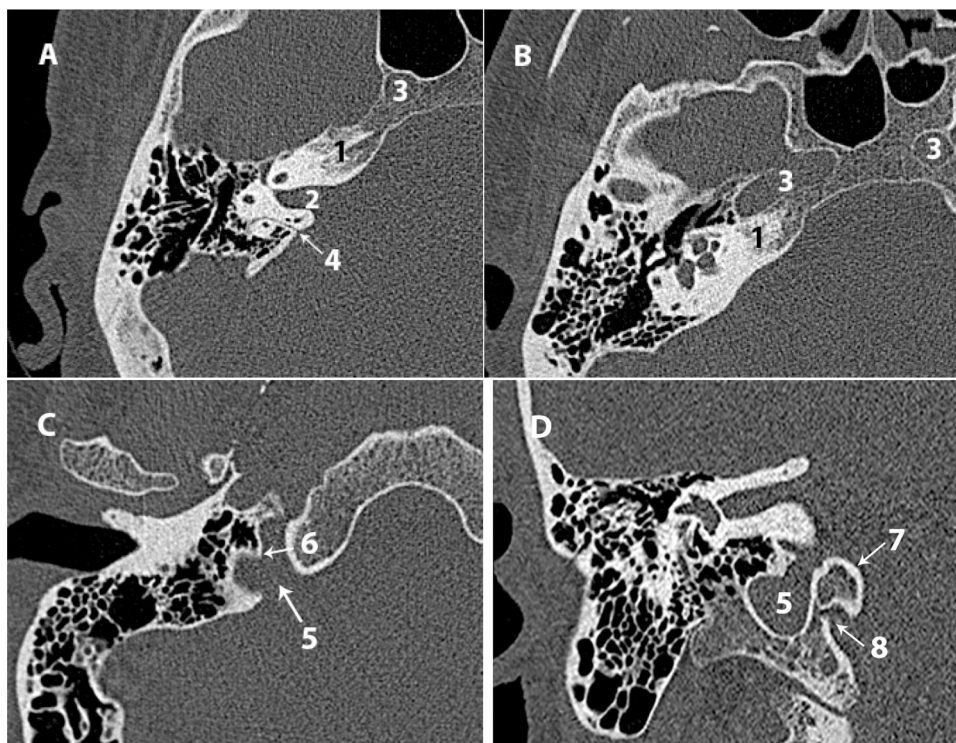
A) TC axial del ápex petroso. B) TC axial del canal carotídeo. C) TC axial del agujero rasgado posterior. D) TC coronal del agujero rasgado posterior.
